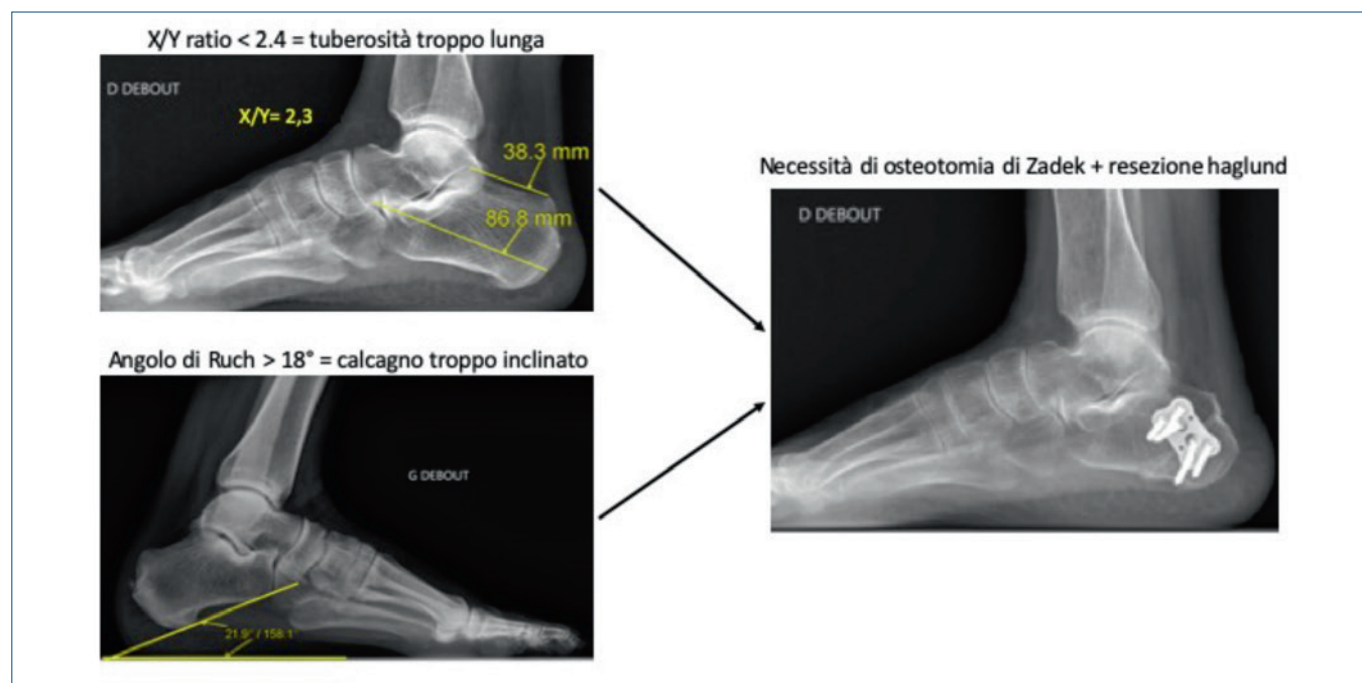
Misurazioni radiografiche con indicazione al trattamento mediante Osteotomia di Zadek e resezione dello sperone osseo.
